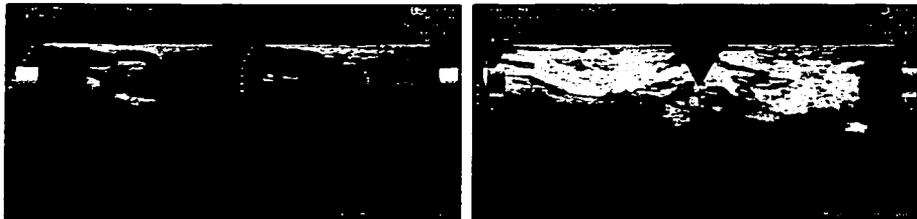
17B. Varicocele. En escala de grises se manifiesta como estructuras vasculares anecóicas, tortuosas, discurriendo a lo largo del contorno posterior del testículo. A la aplicación Doppler color se visualiza acentuada vascularidad.
